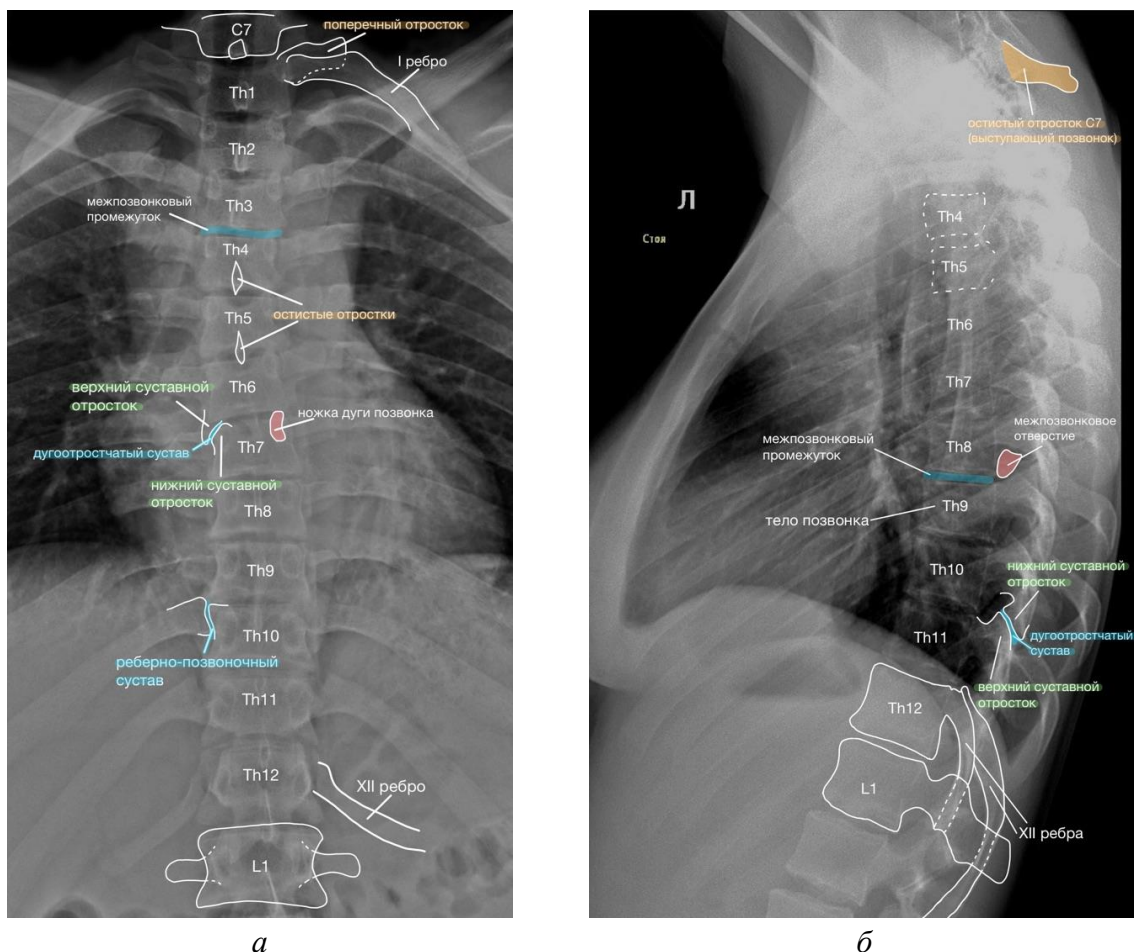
Нормальная рентгеноанатомия грудного отдела позвоночника:
